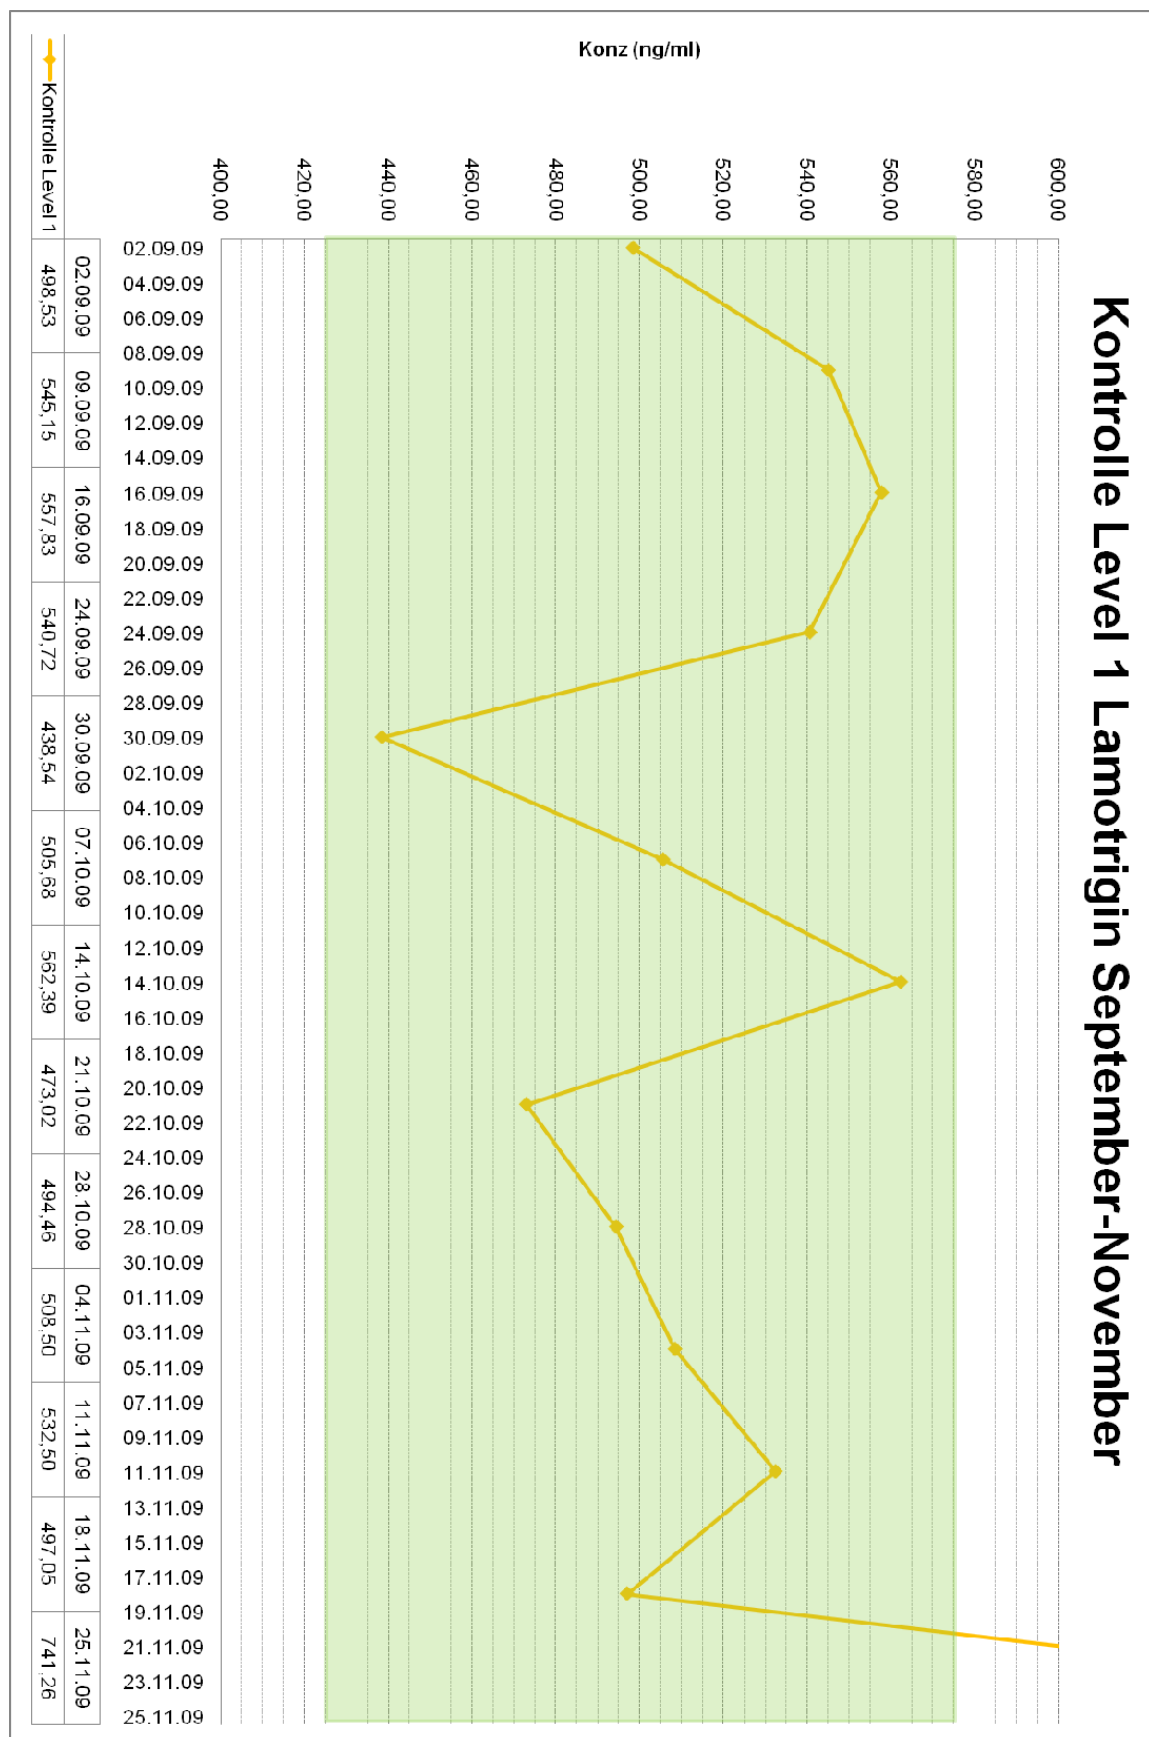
Kontrolle Level 1 Lamotrigin September-November (TDM 1a)
